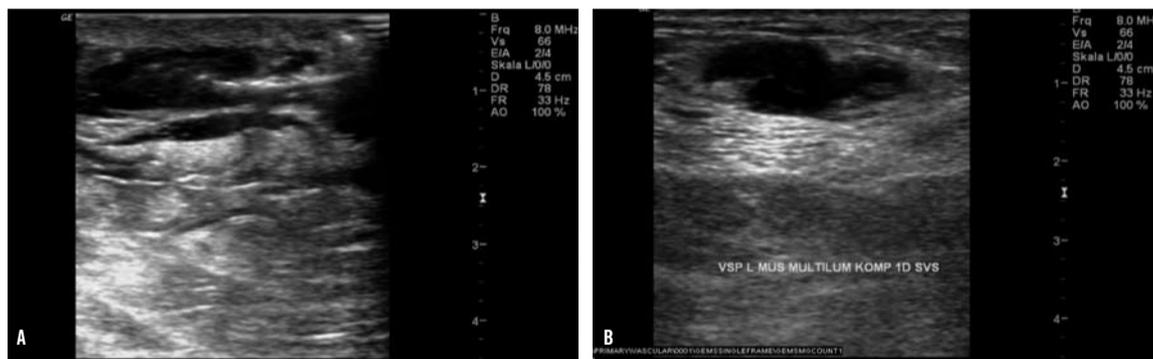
B-Scan-Ultraschalldarstellung der multiluminalen Vena saphena parva links. A. Dampfimpuls während SVS-Behandlung. B. Kompressionssonographie 1 Tag postinterventionell.
